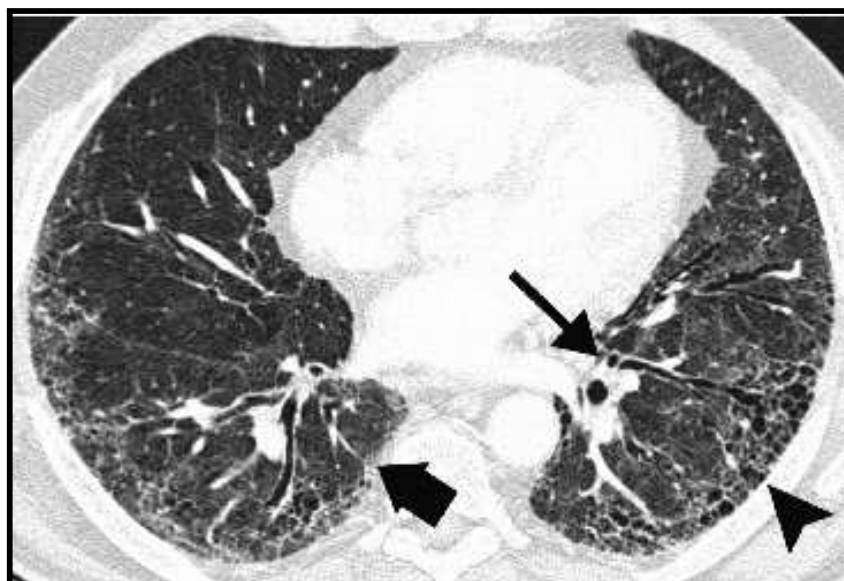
Tomografia de tórax de alta resolução na fibrose pulmonar idiopática
